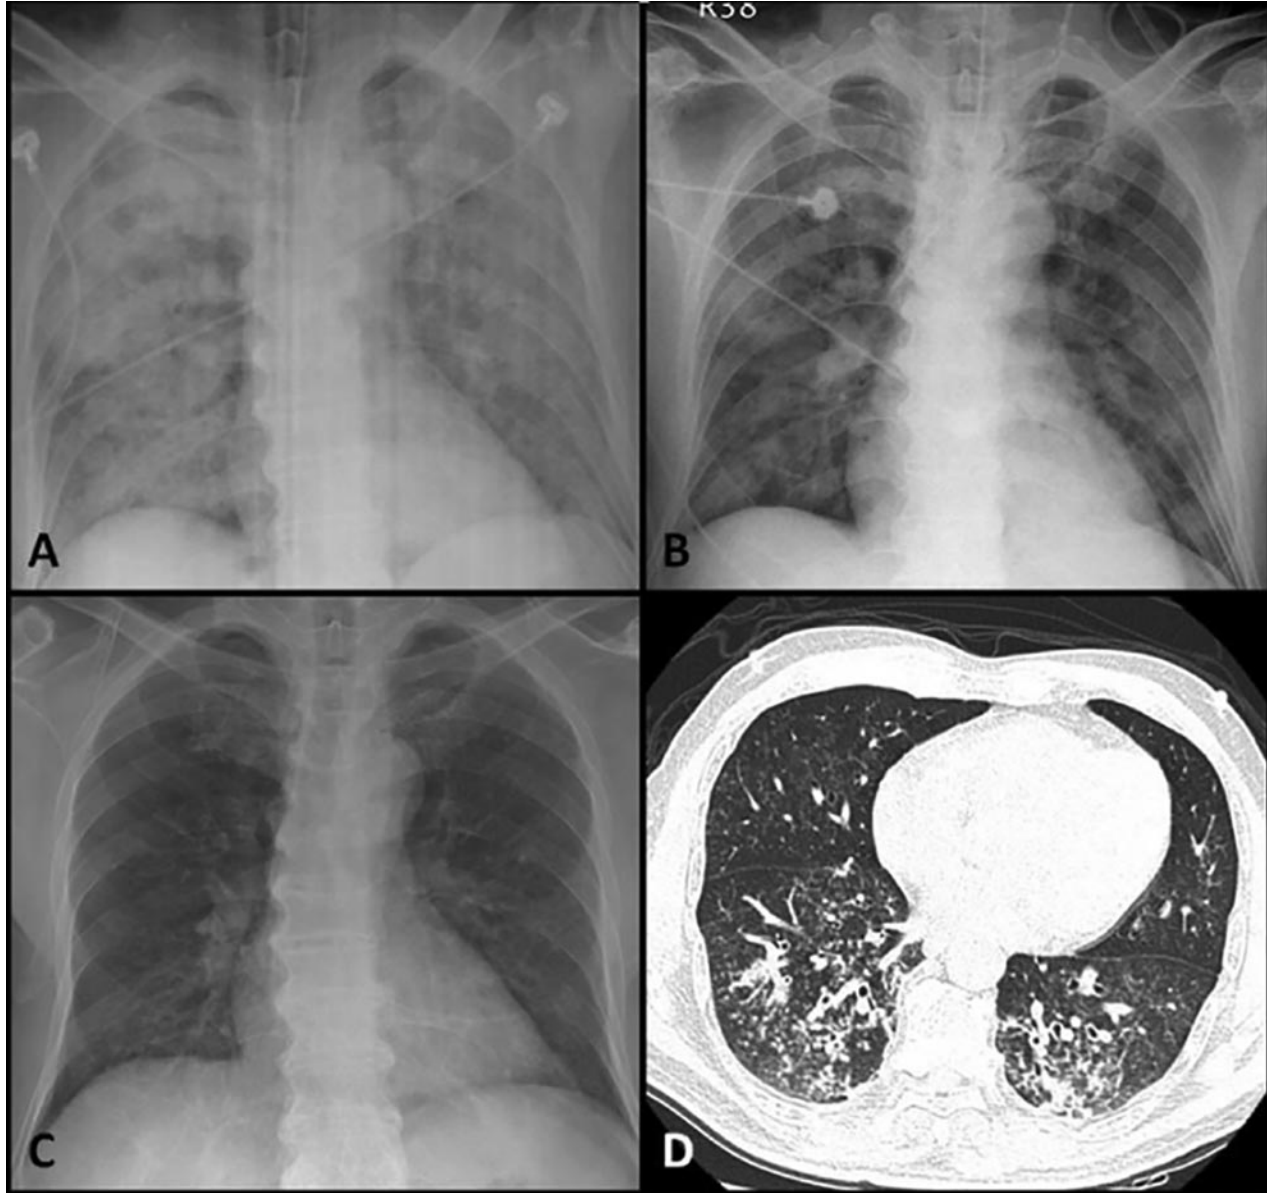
Рентгенографія ОГК у пацієнта з інгаляційним отруєнням хлором тяжкого ступеня. А – перша доба лікування, двобічне дифузне помутніння легень. В – третя доба лікування (після припинення ЕСМО). С – через 4 тижні після початку лікування рентгенограма нормалізувалася. D – комп'ютерна томографія легень виявила помірне потовщення бронхіальної стінки в нижніх легеневиx полях і матове помутніння в легенях з обох боків.
